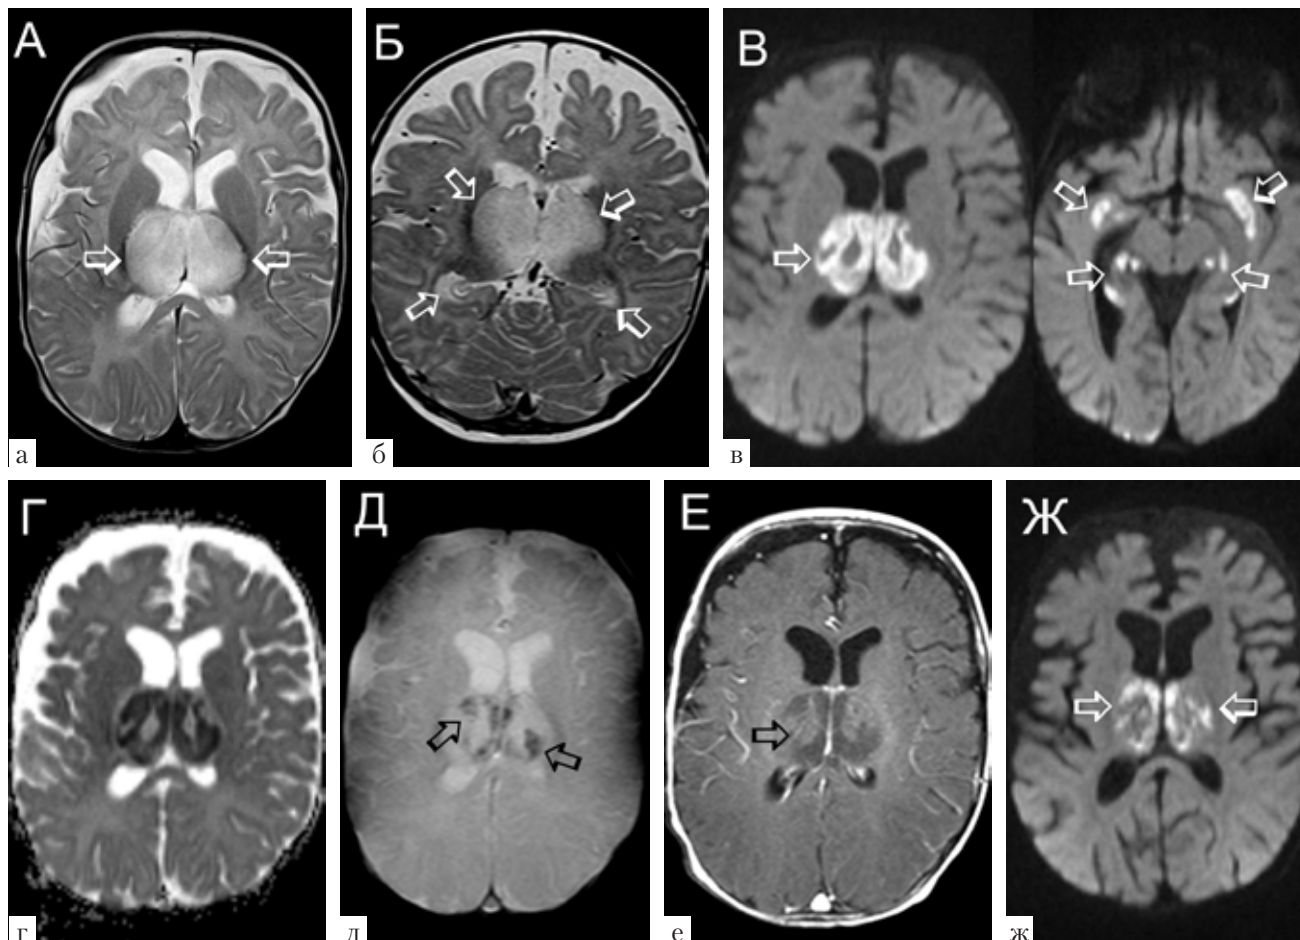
МРТ головного мозга ребенка Т., 4 мес., 4-й день от начала заболевания. В режиме T2-ИП в аксиальной (а) и корональной (б) плоскостях определяются очаги повышения интенсивности сигнала в таламусах и гиппокампах, соответствующие отеку, который лучше всего визуализируется в режиме DWI — диффузионно-взвешенных изображений (в). На карте ADC сигнал от таламусов снижен, что говорит о внутриклеточном характере отека (г). Режим T2×GRE демонстрирует геморрагическое пропитывание пораженных участков (д). Незначительное контрастное усиление очагов (е). На контрольной МРТ, выполненной через 10 дней (ж), видно уменьшение размеров и интенсивности очагов
